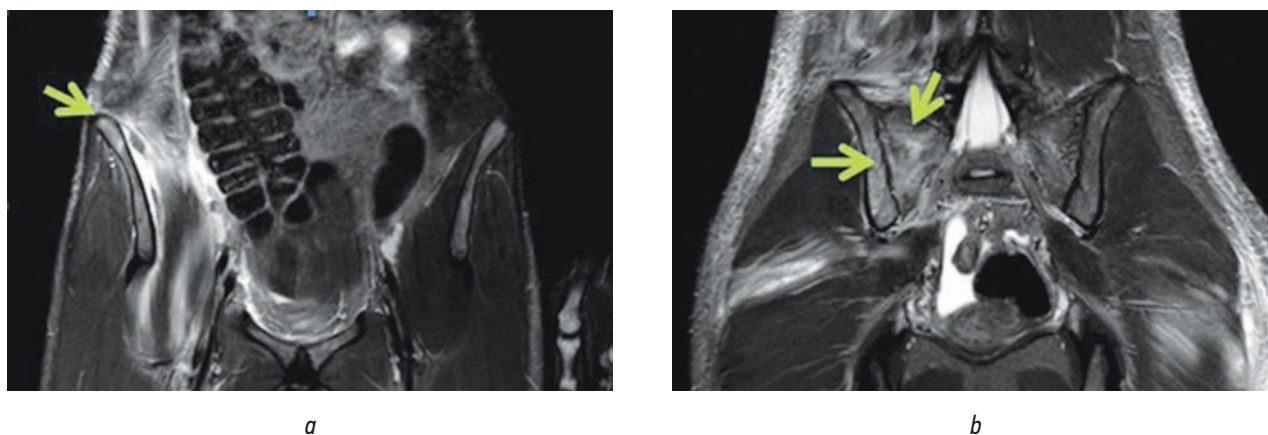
Магнито-резонансная томография. Картина малого таза на 12-й день заболевания: *a* — остеомиелит крыла правой подвздошной кости (стрелка); *b* — остеомиелит правой боковой массы крестца. Правосторонний сакроилиит (стрелки)
